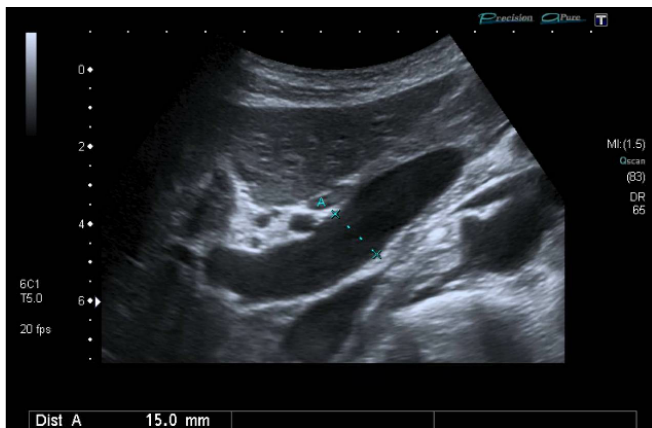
Imagen de ecografía en la que se aprecia hígado de ecoestructura normal así como vena porta permeable y dilatada (15mm).
